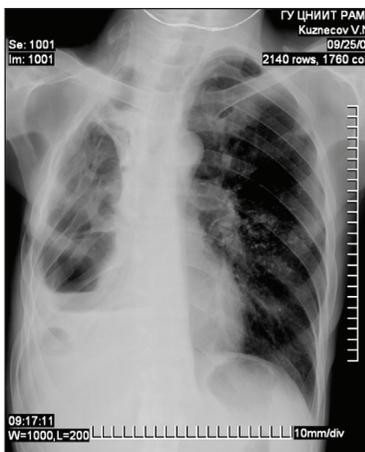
Обзорная рентгенография грудной клетки больного К.
